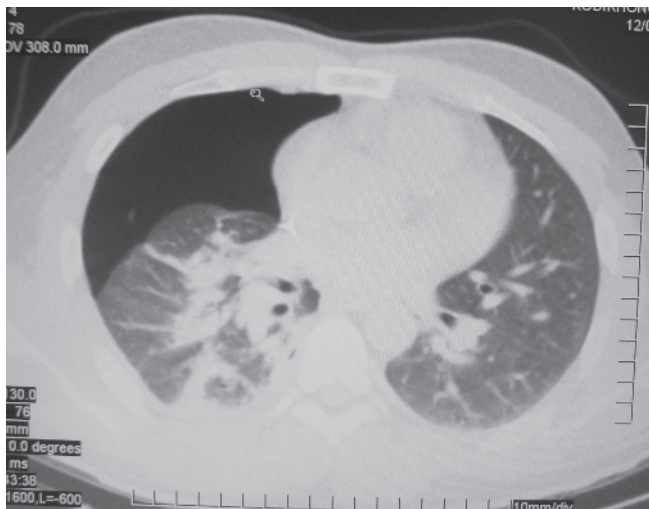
МСКТ грудной клетки: пневмоторакс справа.
